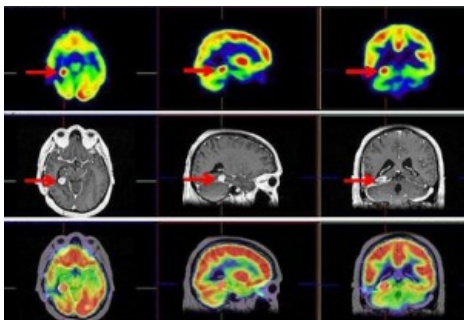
PET-RNM cerebral en que se observa una recidiva tumoral de morfología redondeada (flechas) en región del hipocampo del lóbulo temporal derecho, con alta tasa metabólica ($SUV_{máx}=5,7$). También existe un área ametabólica en corteza temporal medial derecha por cirugía previa.
